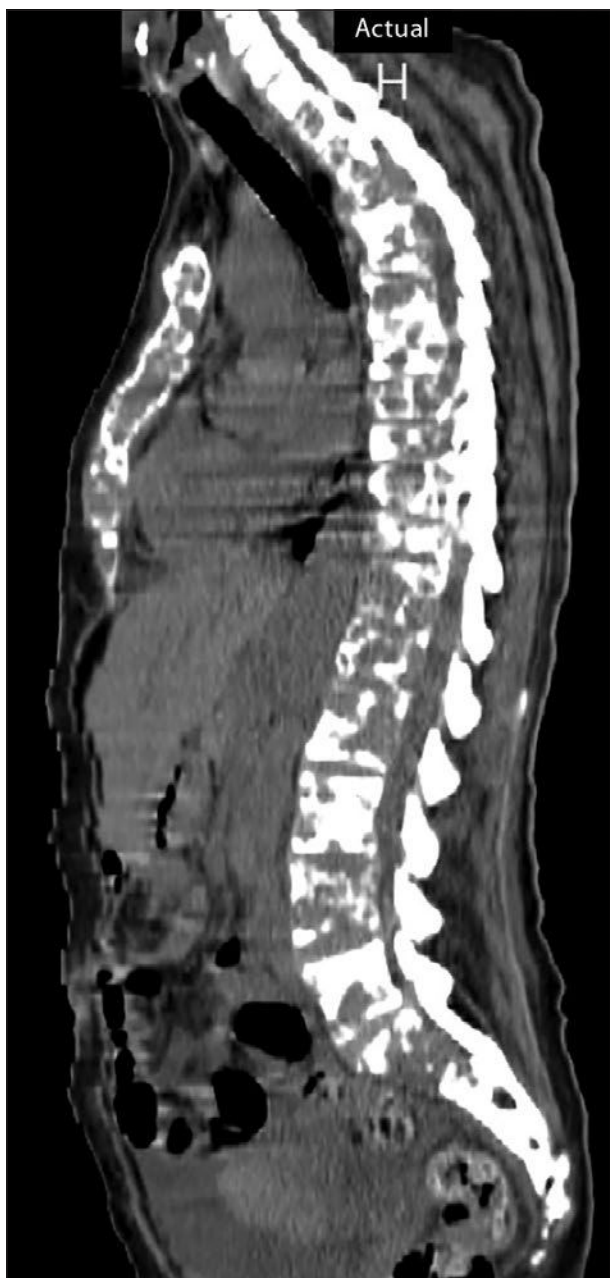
Tomografía de columna: imágenes líticas con destrucción de cuerpos vertebrales a nivel torácico y lumbar.
